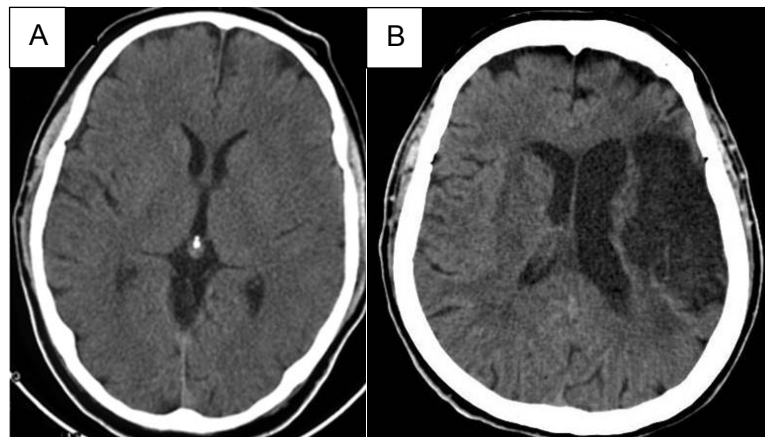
Imagerie cérébrale d'AVC ischémique par TDM
